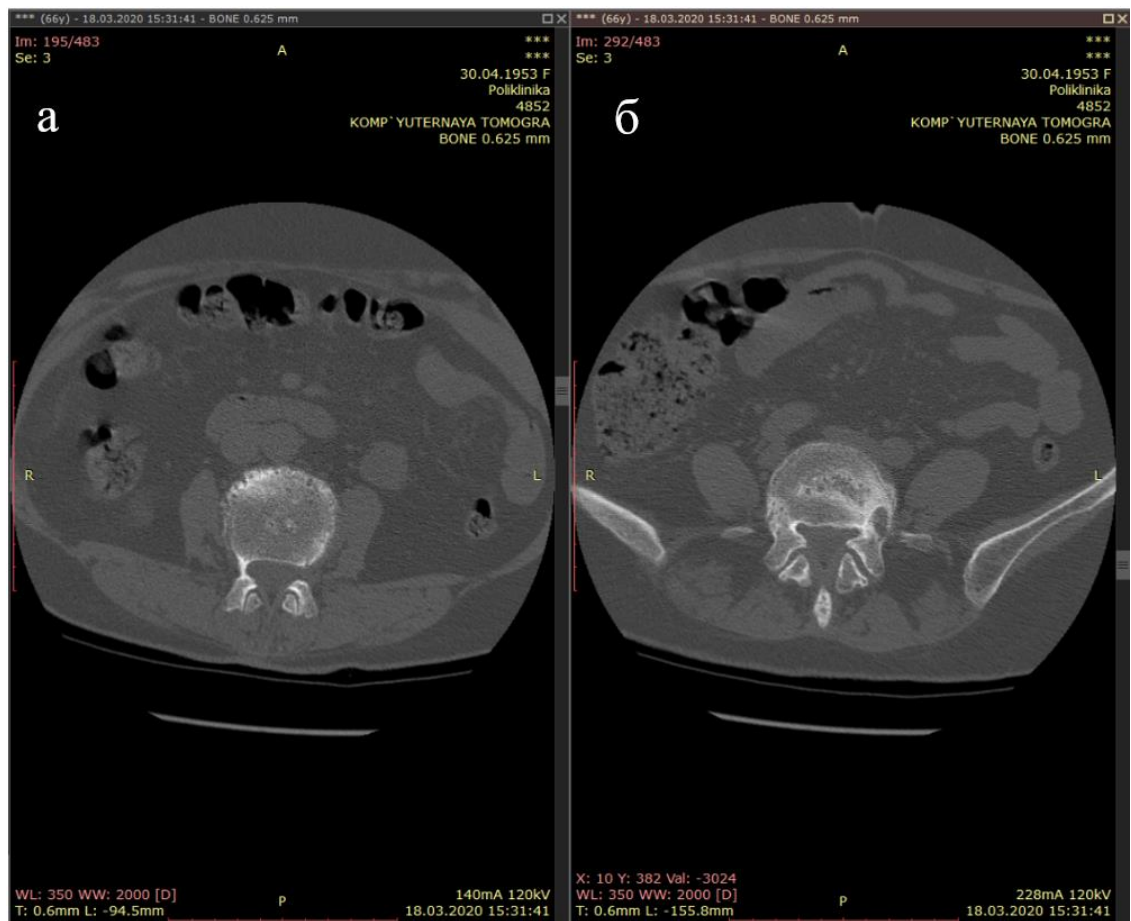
КТ пояснично-крестцового отдела позвоночника пациентки Б., костный режим, аксиальный срез (а – уровень L2-L3, б – уровень L4-L5)
